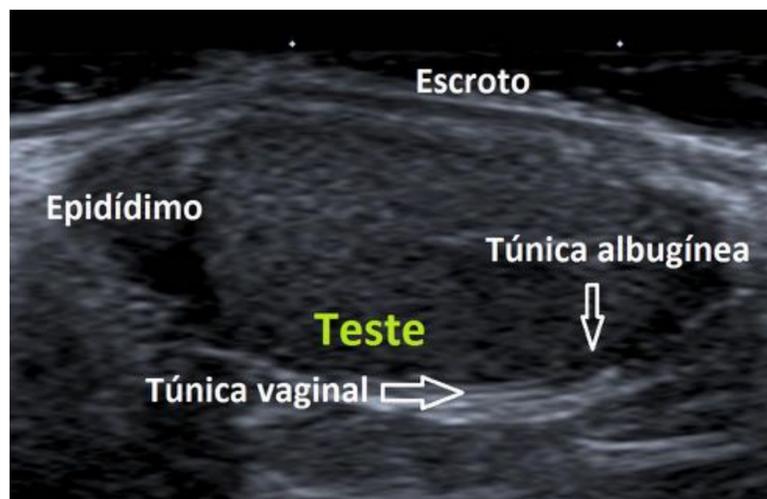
Ecografía escrotal en la que se pueden delimitar las estructuras de las cubiertas escrotales y testiculares.
